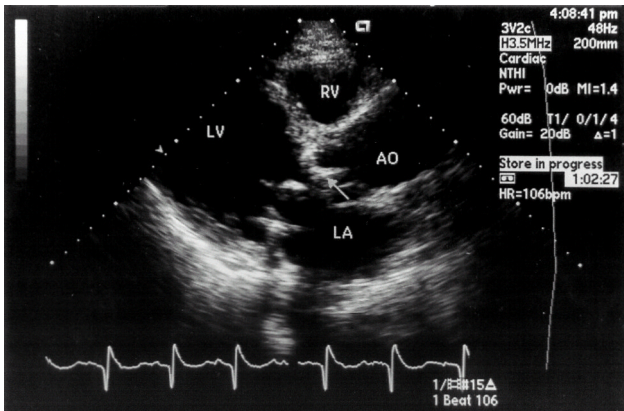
Transthoracic echocardiography shows suspicious aortic root abscess (arrow).
